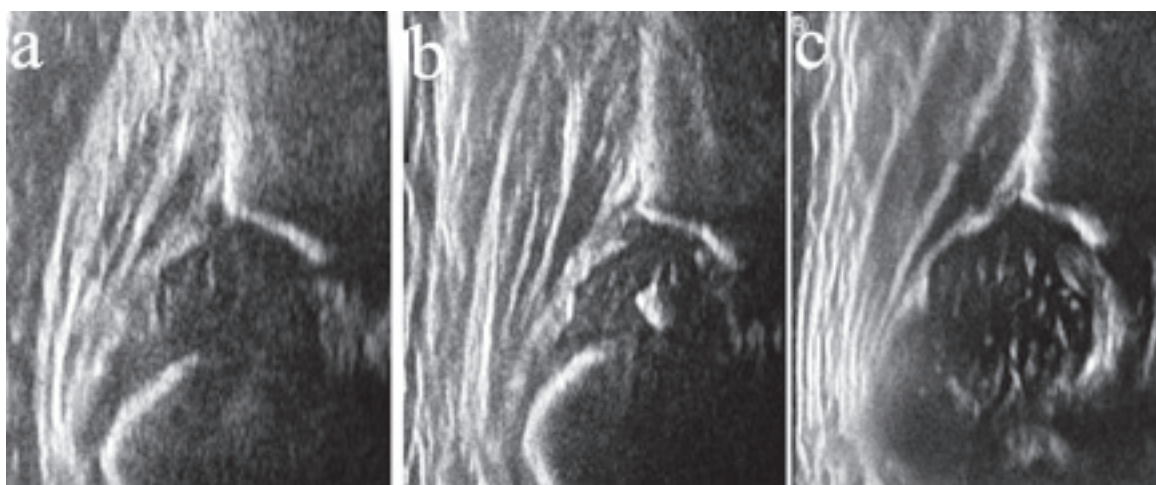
腸骨外壁が垂直に描出されていないと判断した超音波画像
